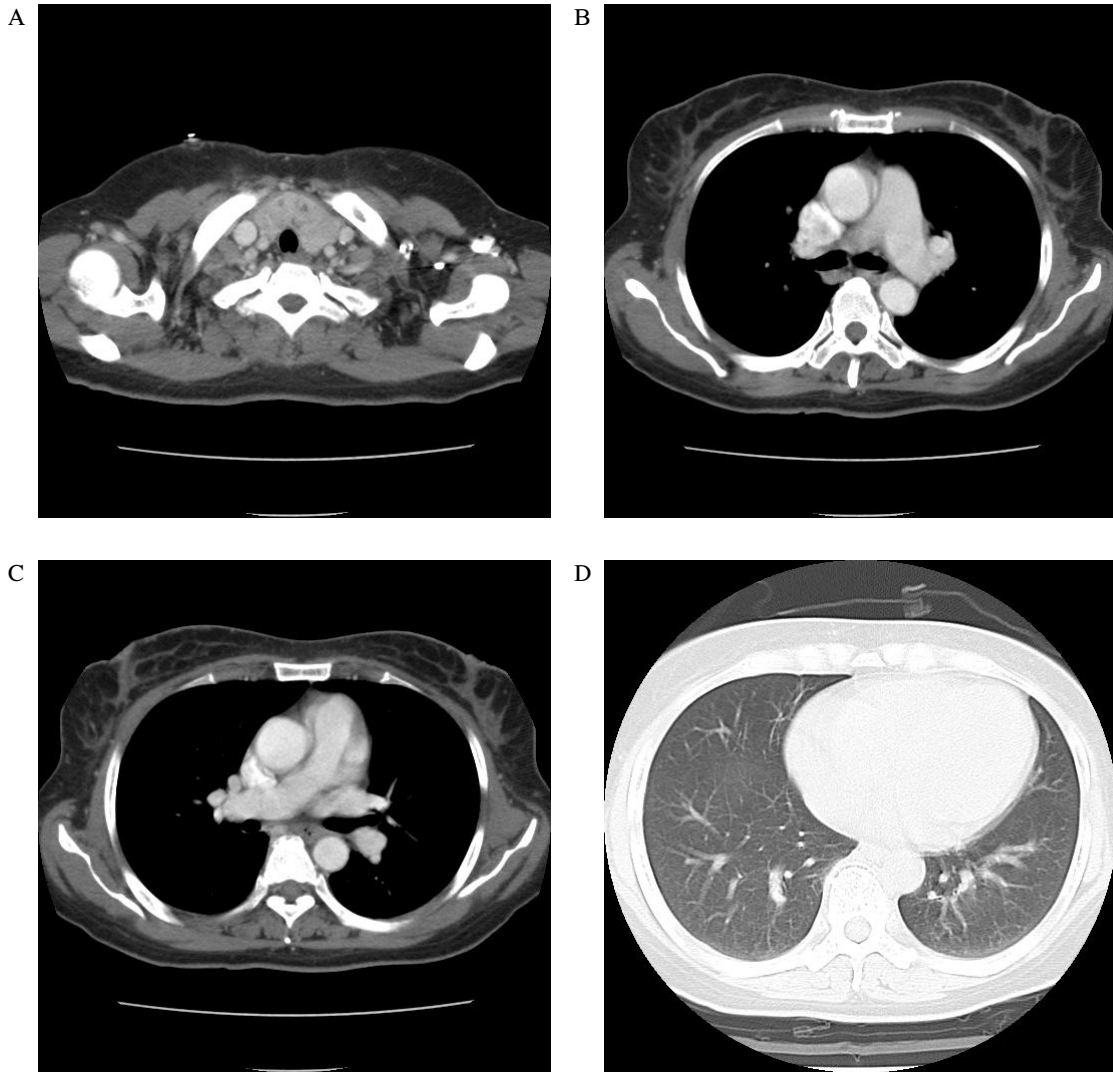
Chest CT. A, Enlarged and inhomogeneous density of both thyroid gland; B and C, No evidence of pulmonary thromboembolism was seen; D, No definitely abnormal lung parenchymal lesion was seen.
